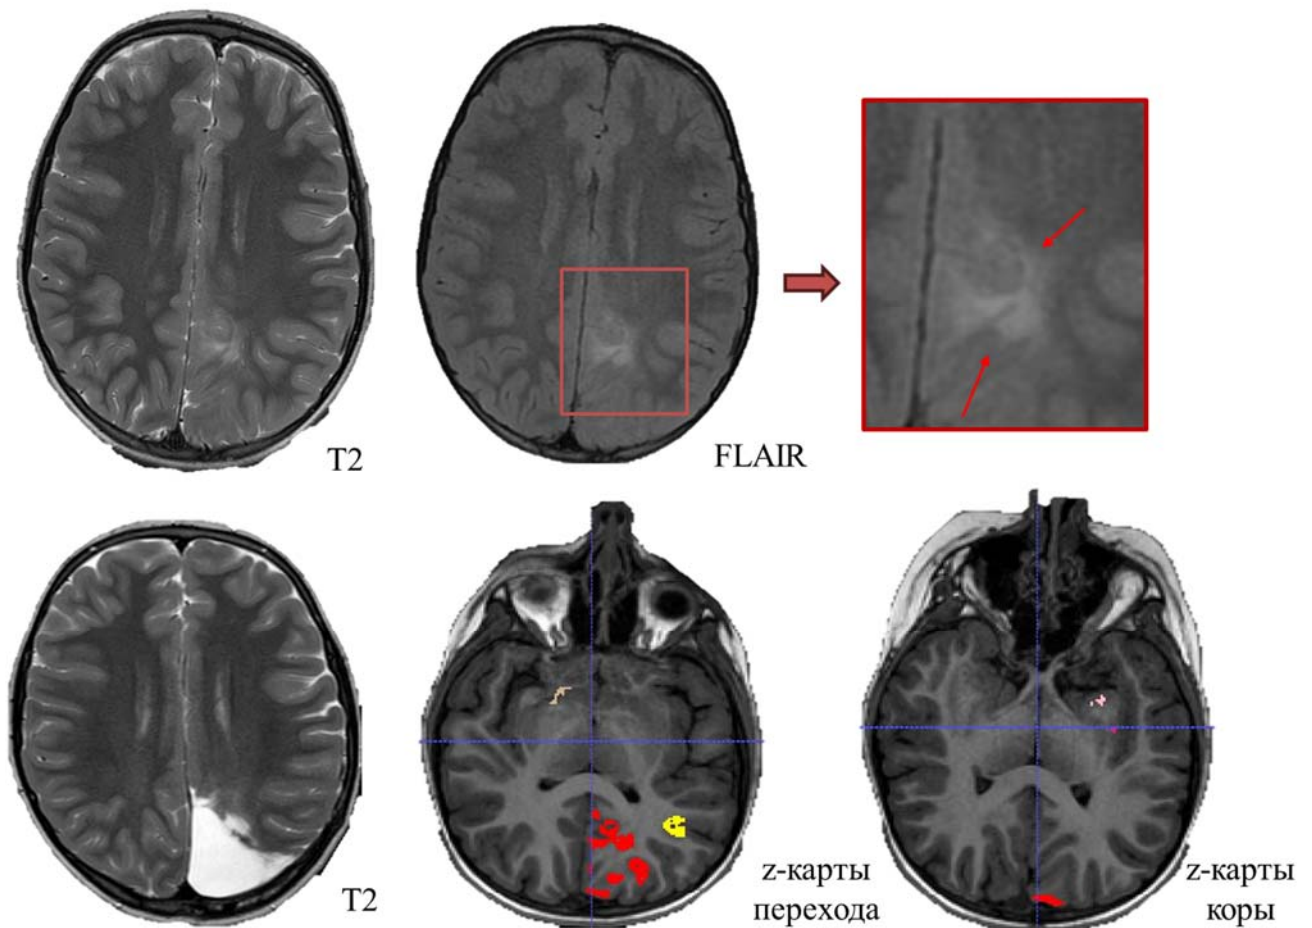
МРТ пациента с ФКД левой теменно-затылочной области (красный квадрат). По данным МРТ отмечаются структурные нарушения левой теменно-затылочной области, в виде нарушения перехода серого и белого вещества (красные стрелки). z-карты границы перехода серого и белого вещества демонстрируют аномально зону, совпадающую с данными МРТ-исследования и зоной резекции. z-карта по признаку утолщения коры была не информативной. Зоны различной цветовой гаммы обозначают отсутствие явной взаимосвязи между собой
